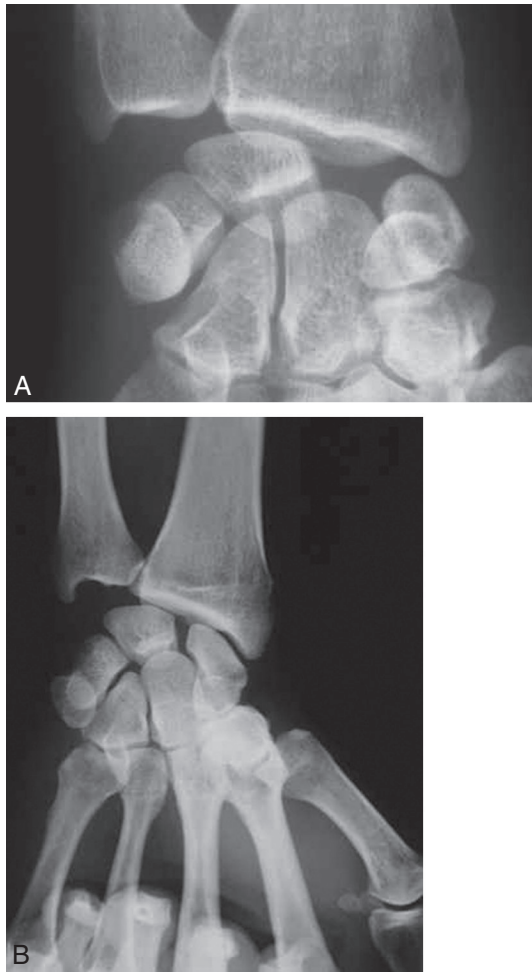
Radiographies objectivant un écart scapholunaire.
